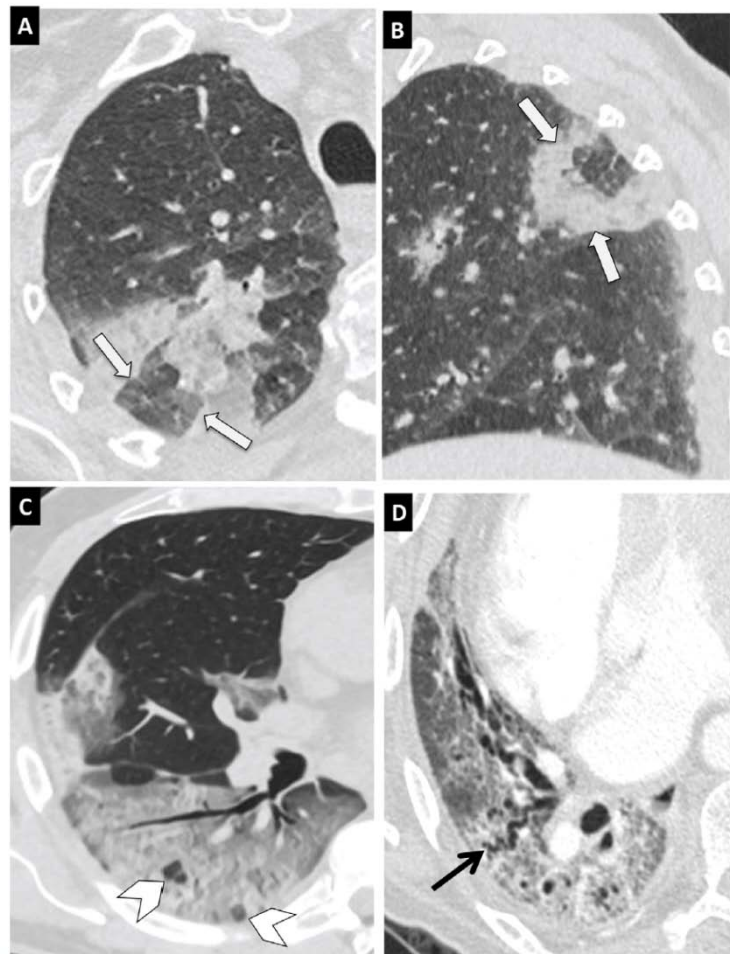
Images évocatrices de la pneumonie à COVID-19 sur TDM
